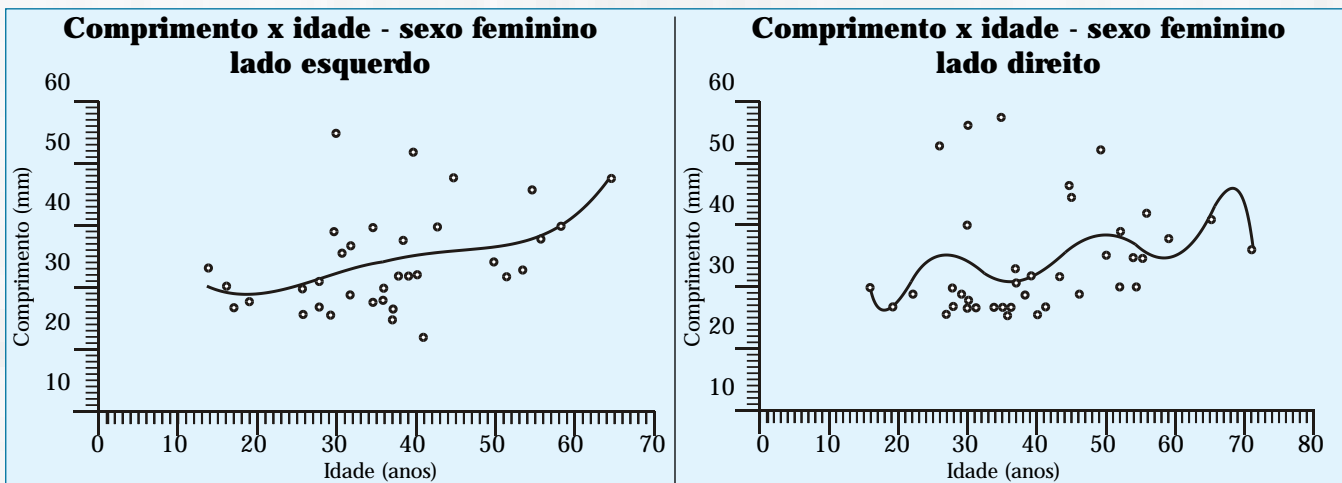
Ajustamento de polinômios (grau 7) - sexo feminino - lados direito e esquerdo das radiografias.
